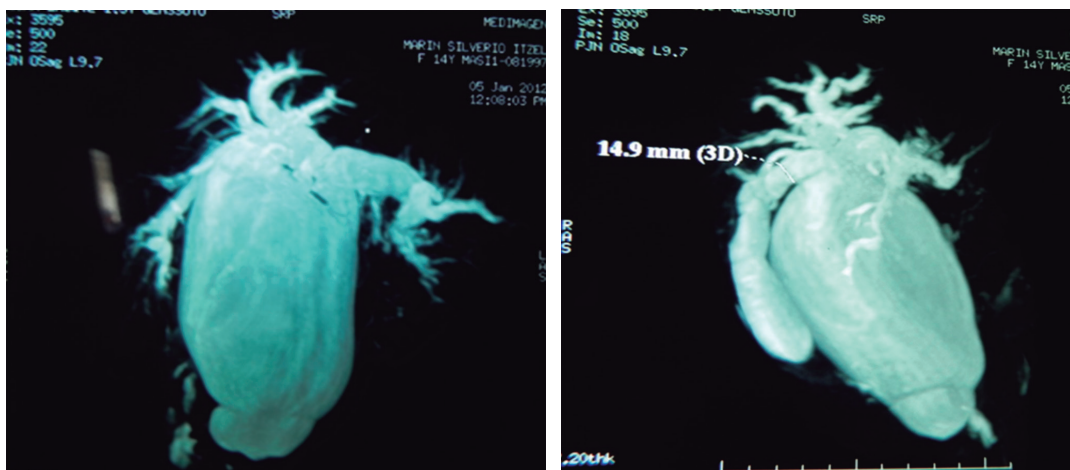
Colangiopancreatografía por resonancia magnética donde se muestra quiste gigante de colédoco tipo I.
